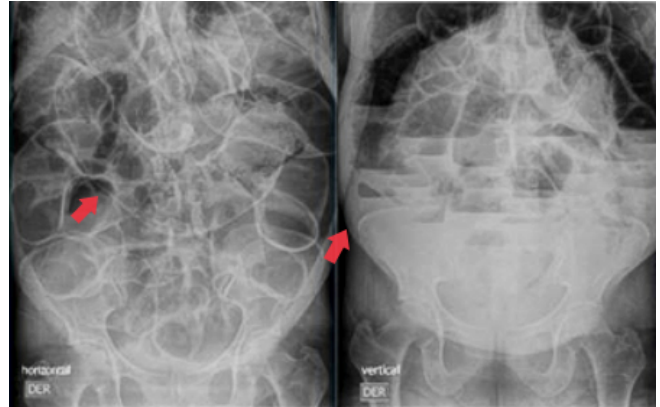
Radiografía de abdomen simple en decúbito supino y bipedestación.
